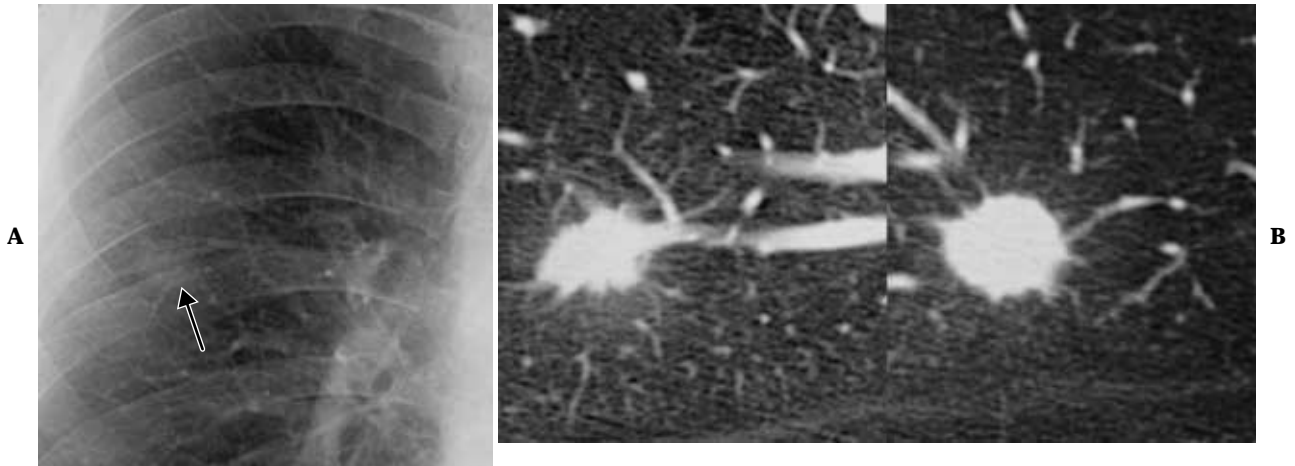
Nodular type. A. Chest X-ray film showing a small nodular lesion (arrow) in the right upper field. B. CT showing a tumor that is relatively homogeneous in density and has a lobulated nodule with some spiculation.
